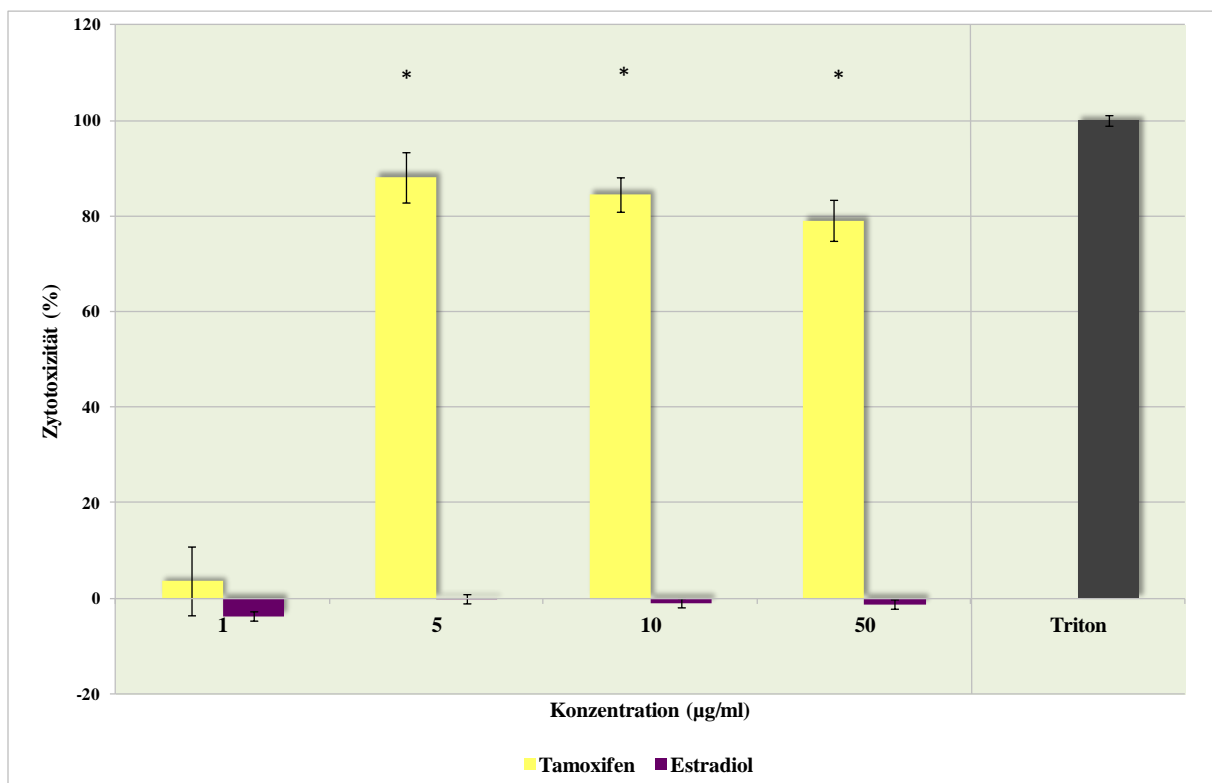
LDH – Test: BT20-Zellen – Vergleich zwischen Tamoxifen und Estradiol
